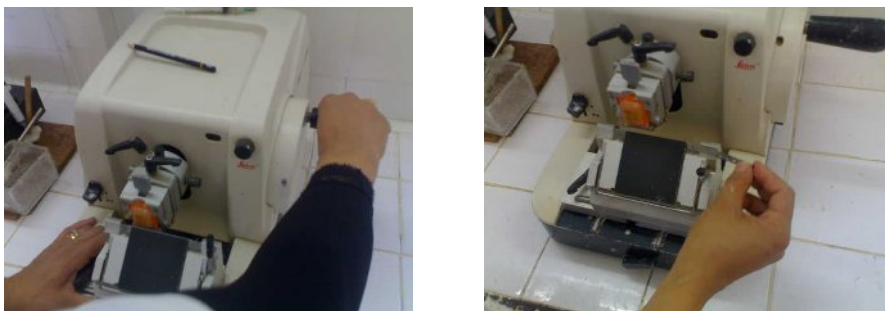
Réalisation des coupes au microtome (LEICA RM 2145).
